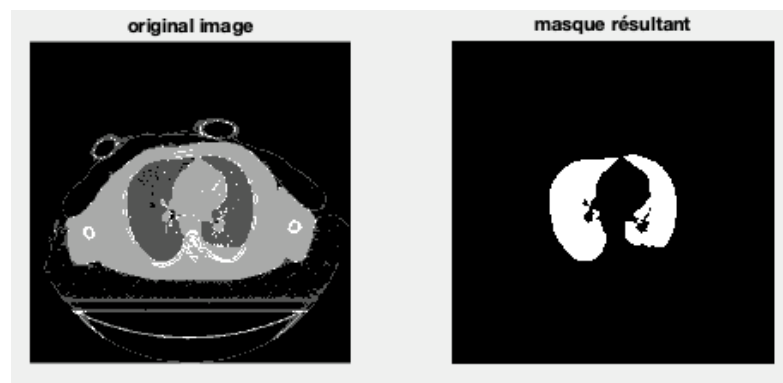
Exemple d’une binarisation des masques pulmonaires (droite) sur une coupe axiale d’une image CT (gauche).
